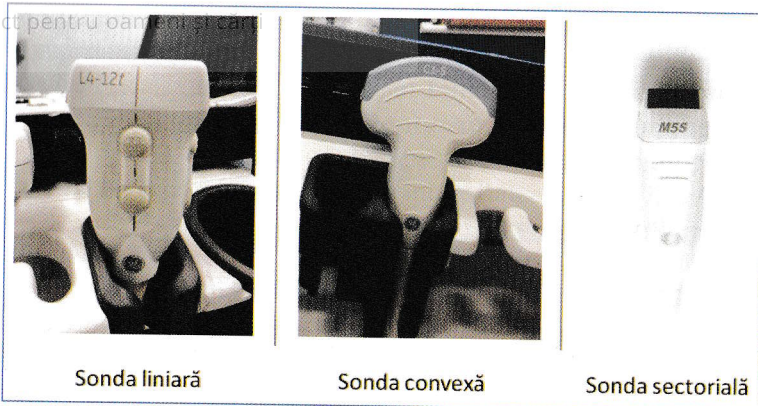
Diferite tipuri de sonde pentru ecografie.
